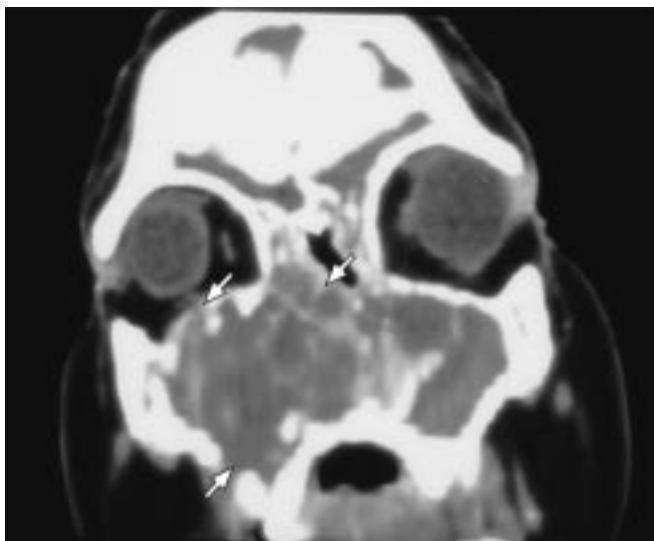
Condrossarcoma. Reconstrução coronal da tomografia computadorizada. Presença de uma grande massa, não bem delimitada, envolvendo região superior e inferior da maxila até a porção mediana com destruição da cortical e extensão para o etmóide, fossa nasal e cavidade orbitária direita (setas).
